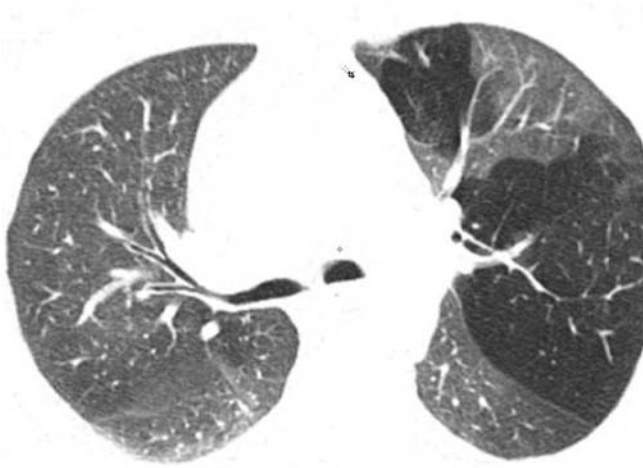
CT mit Oligämie in Teilen des linken Oberlappens mit verringerter Lungendichte und Rarefizierung sowie Verschmälerung der Gefäße.
